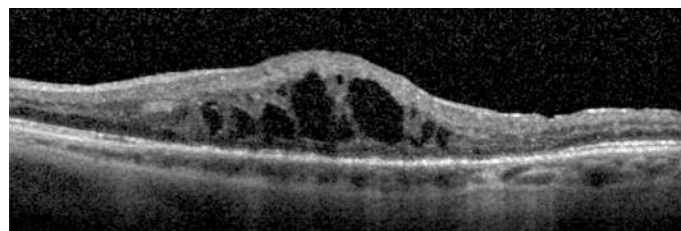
Optische Kohärenztomografie (optical coherence tomography, OCT) eines diabetischen Makulaödems mit intraretinalen zystoiden Veränderungen.
